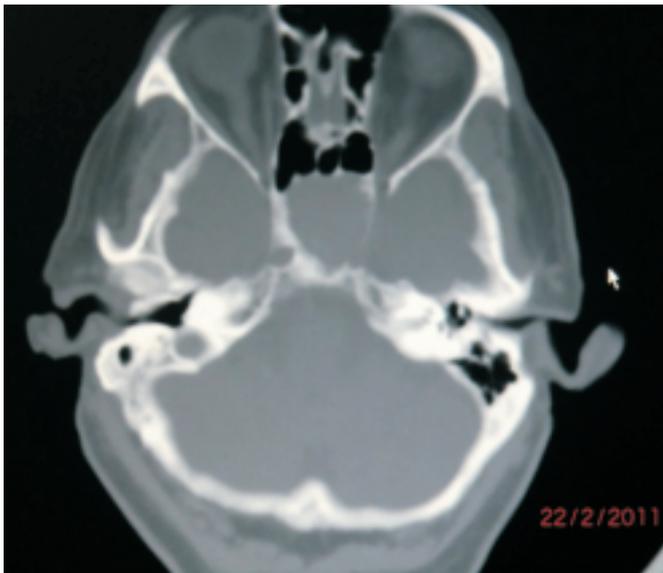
TC craneal: Masa centrada en seno esfenoidal (posible mucocele).
